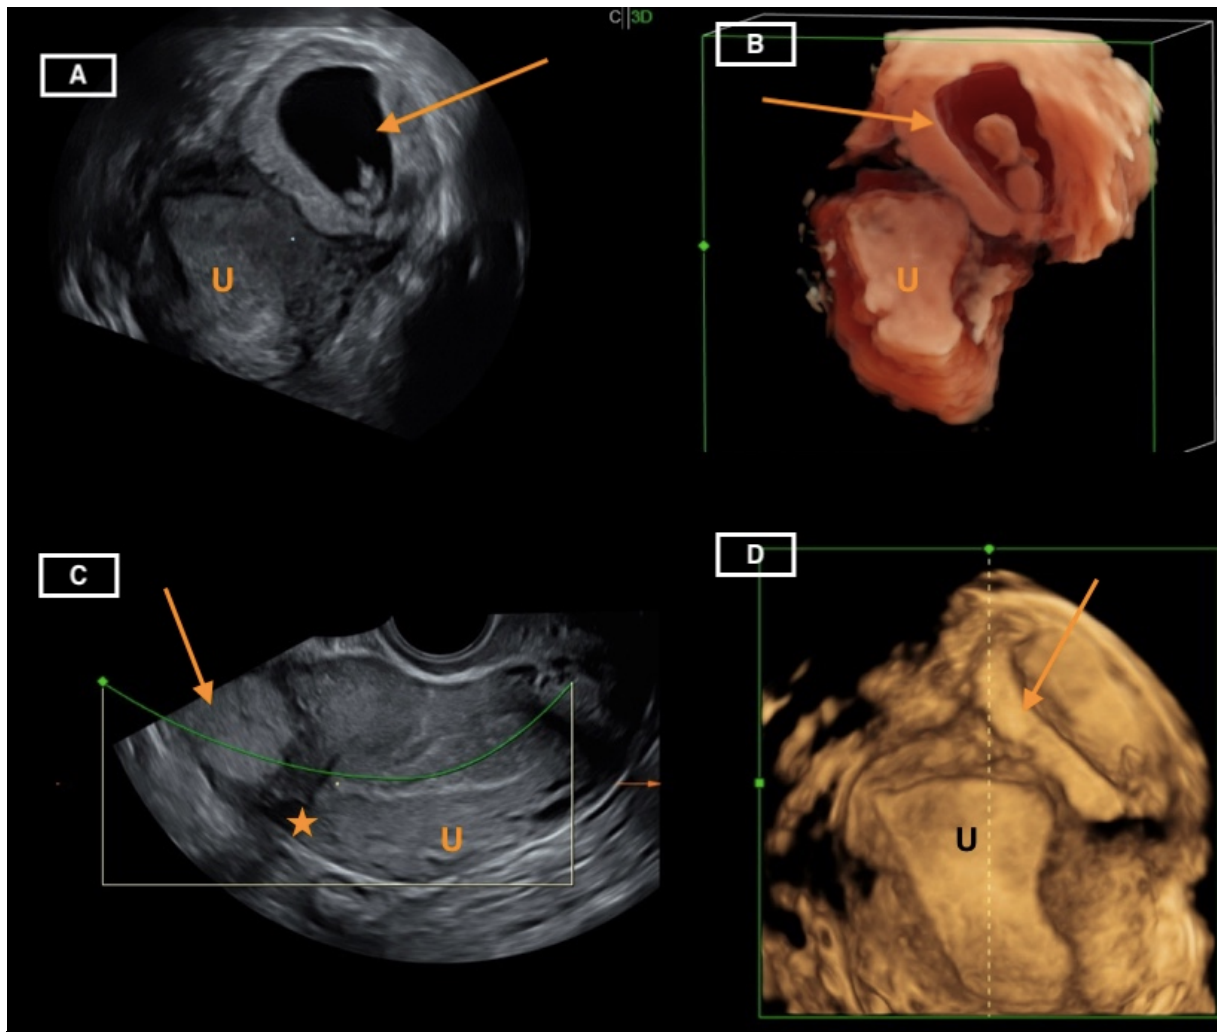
Échographie pelvienne par voie endo-vaginale d'une grossesse interstitielle
